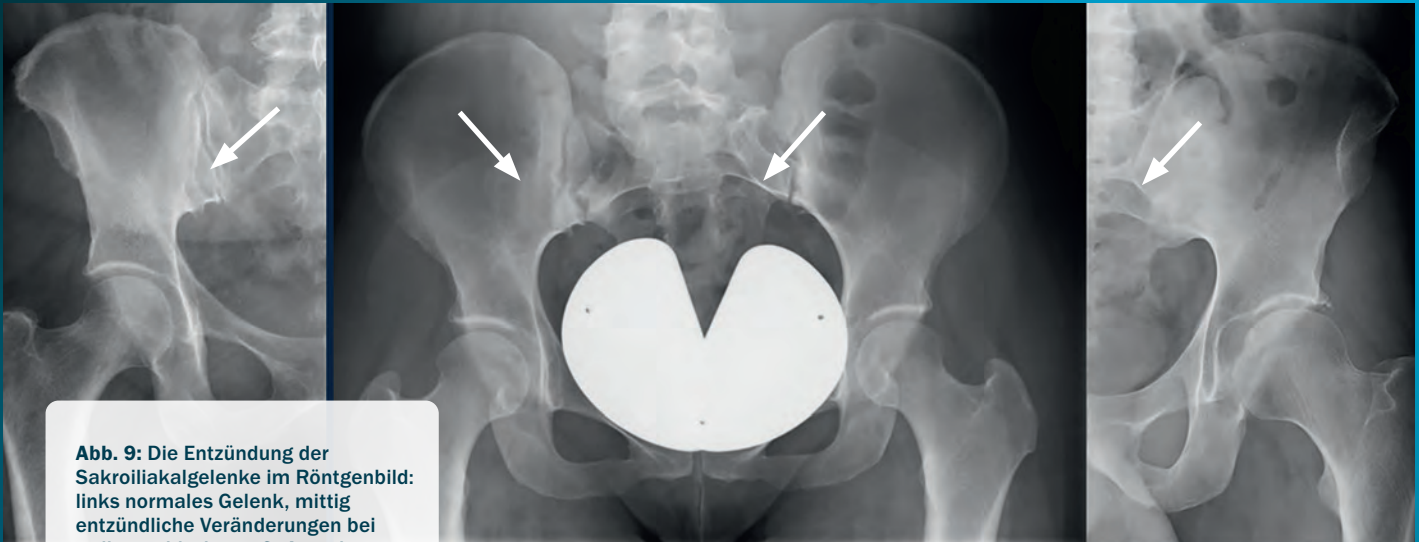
Die Entzündung der Sakroiliakgelenke im Röntgenbild: links normales Gelenk, mittig entzündliche Veränderungen bei radiographischer axSpA, rechts vollständige Verknöcherung.
